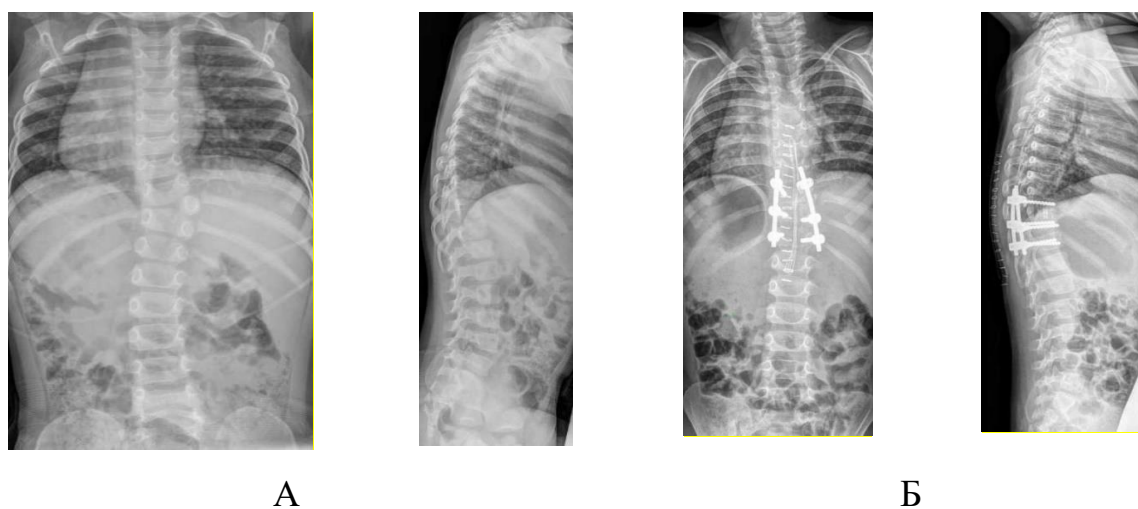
Рентгенограммы позвоночника ребенка С., 7 лет: А – до операции; Б – после операции.
